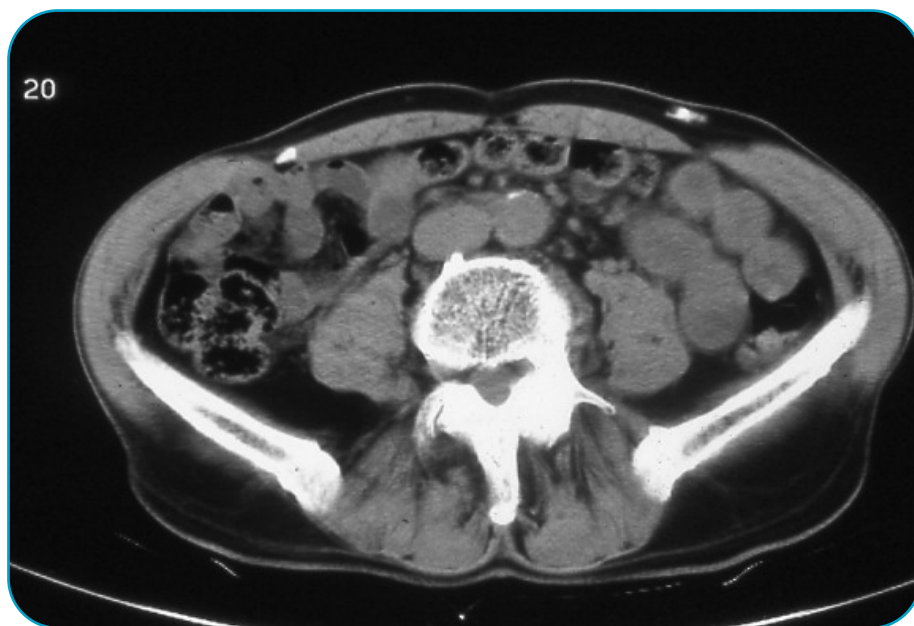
TC de la región abdominal del mismo hombre de la figura 1. Los puntos blancos son un medio de contraste diluido que se también se inyectó. A la derecha, la inyección se realiza con una aguja de 8 mm. sobre un pliegue de piel pinzado, para realizar una inyección subcutánea. La inyección a la izquierda se hace sin pinzar un pliegue de piel. La inyección, también hecha con una aguja de 8 mm., está peligrosamente cerca de volverse intra-peritoneal.
